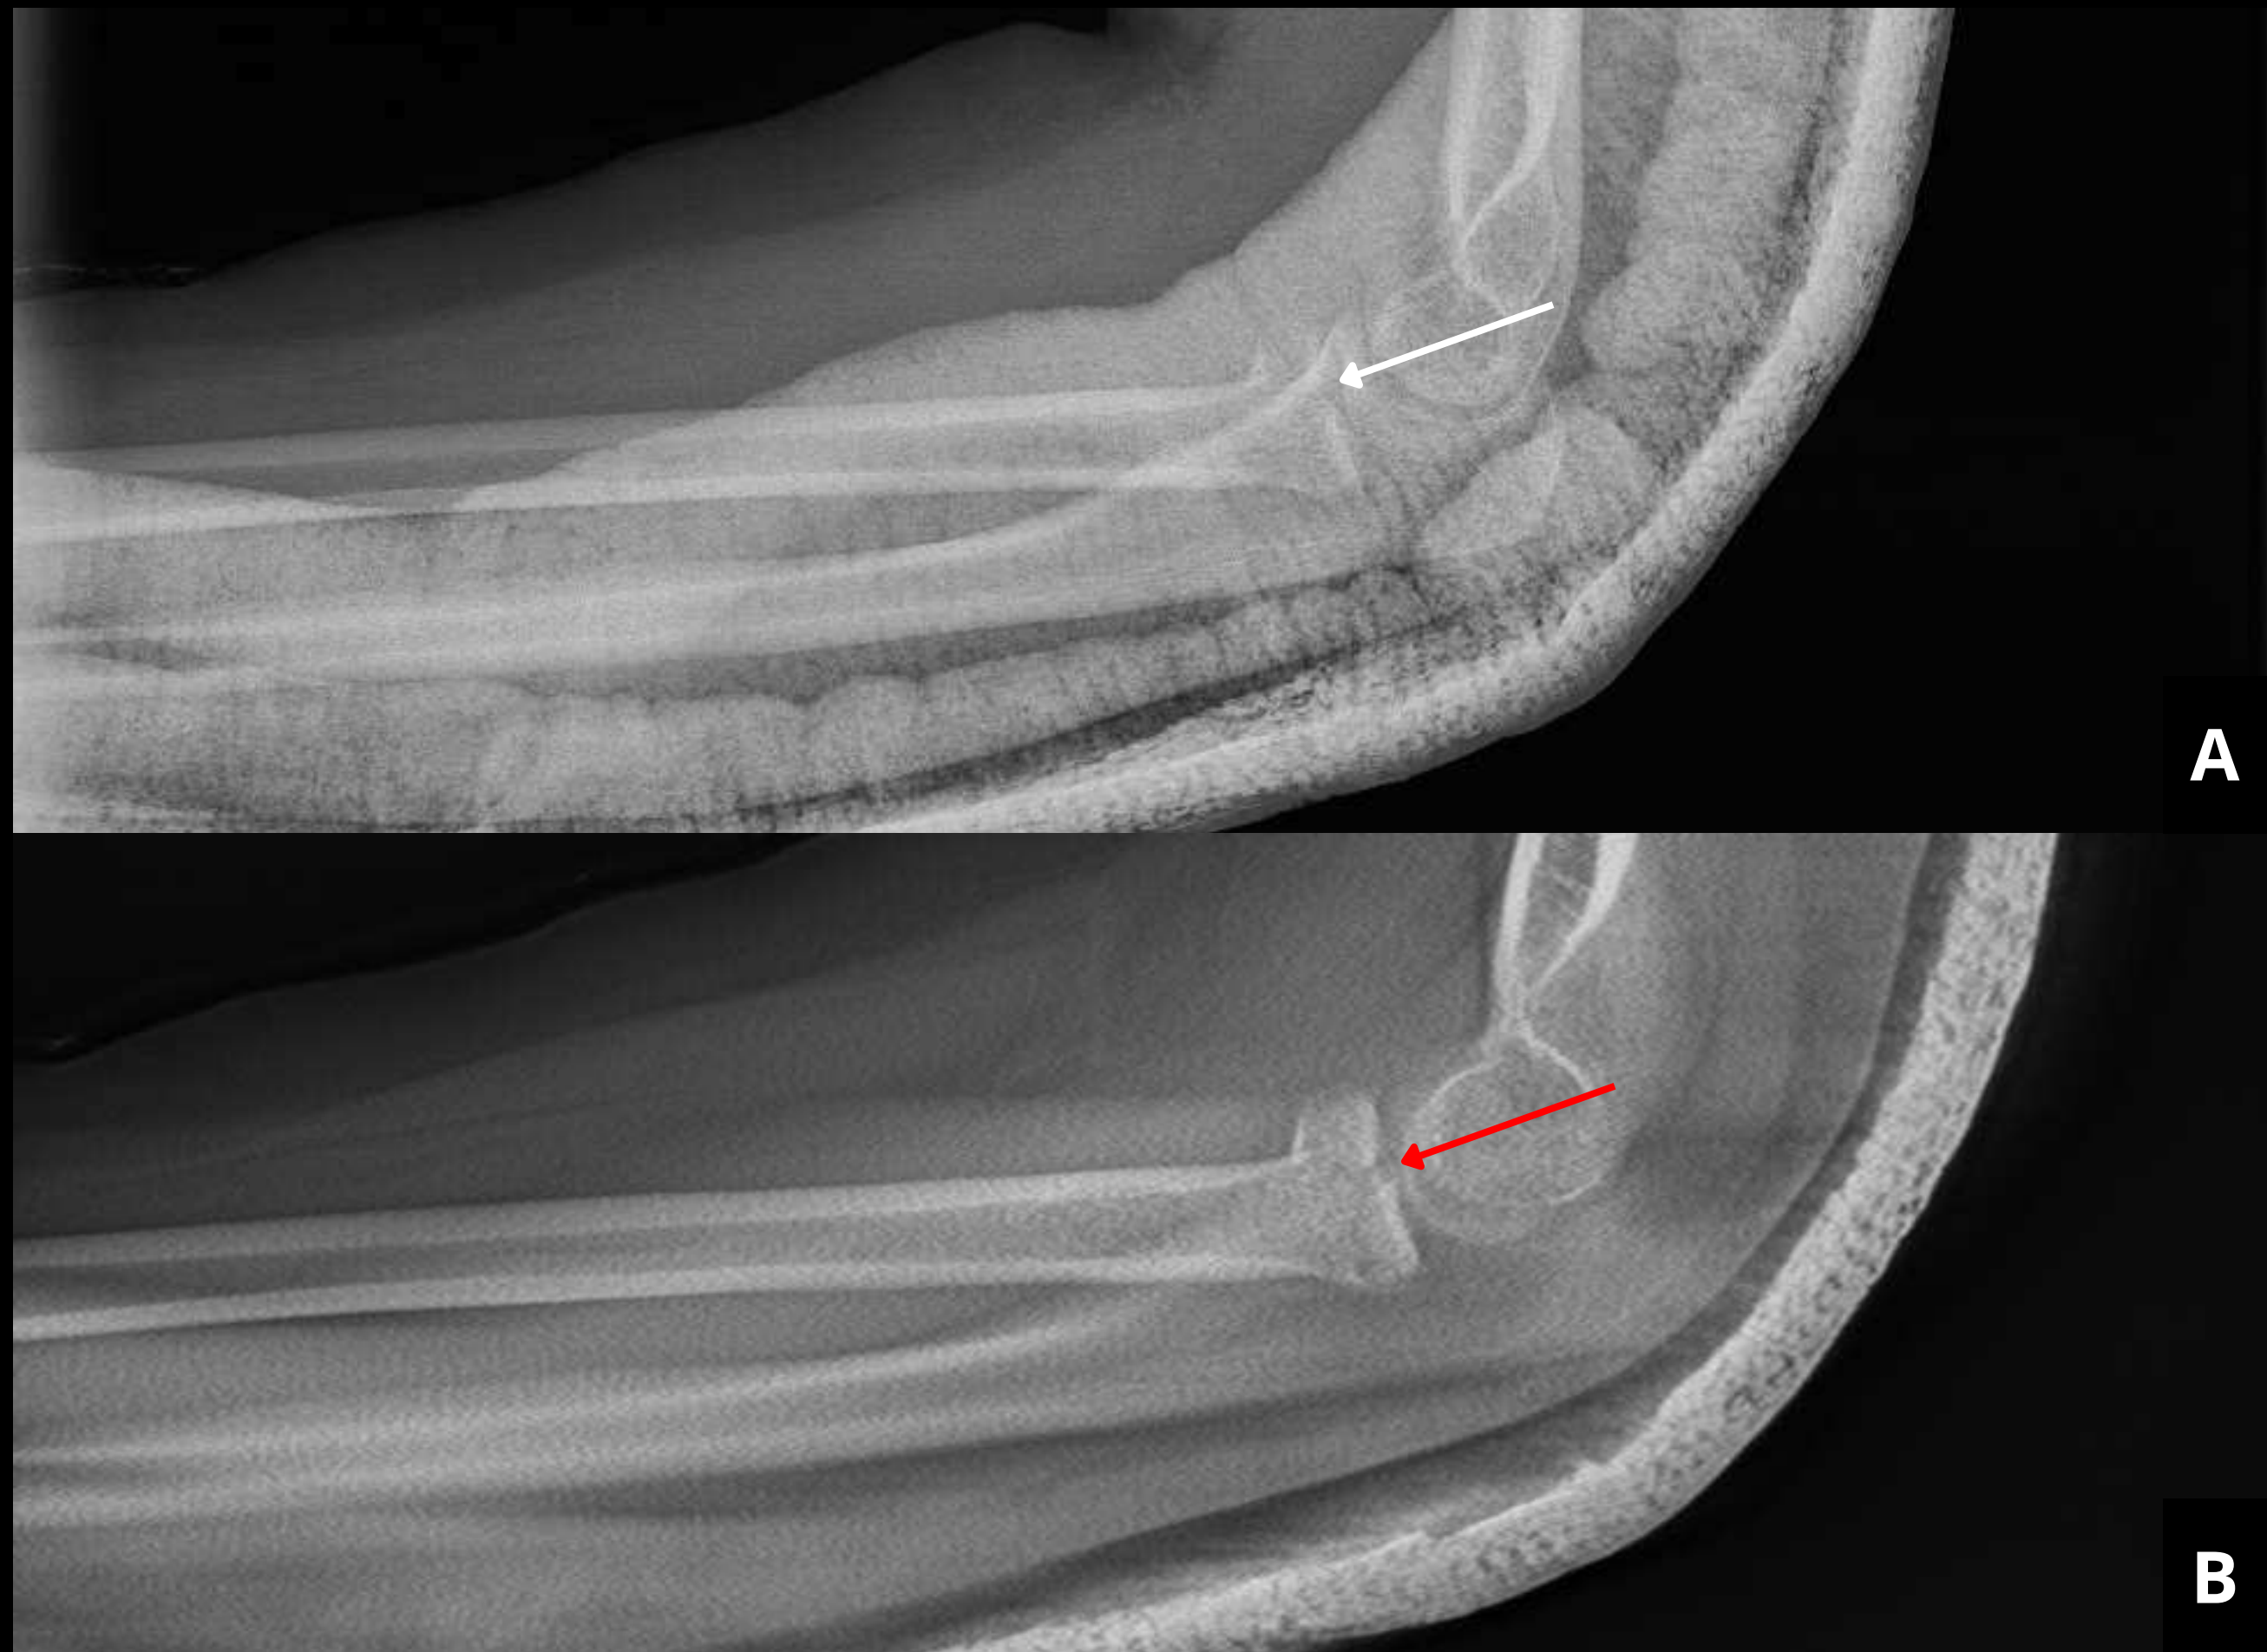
Radiografía simple (A) y tomosíntesis (B) del codo, proyección lateral. Línea radiolúcida sospechosa en el radio proximal (flecha blanca), correspondiente a una verdadera línea de fractura (flecha roja).
